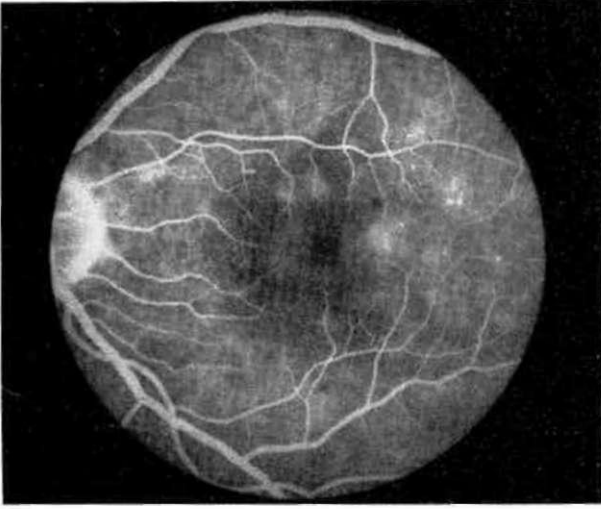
Anjiyografide yaygın mikroanevrizmalar ve rtonperfüze alanlar.
